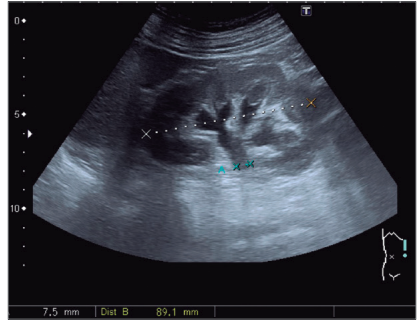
Ecografía alterada (hidronefrosis izquierda)
